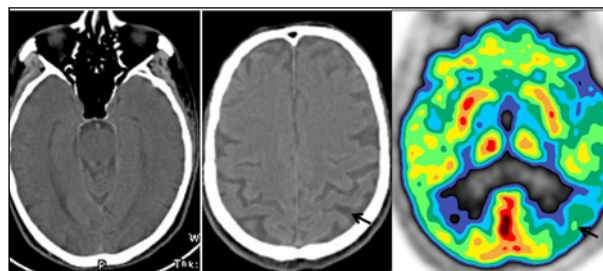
Afasia de tipo logopéunica. En la TAC la parte anterior de los lóbulos temporales que se aprecia una moderada dilatación de los surcos temporo-parietales con ligero predominio izquierdo. La misma asimetría se aprecia en la SPECT-HMPAO que detecta una hipoperfusión tèmporoparietal de predominio izquierdo (que se extiende a los ganglios basales y tálamo)
